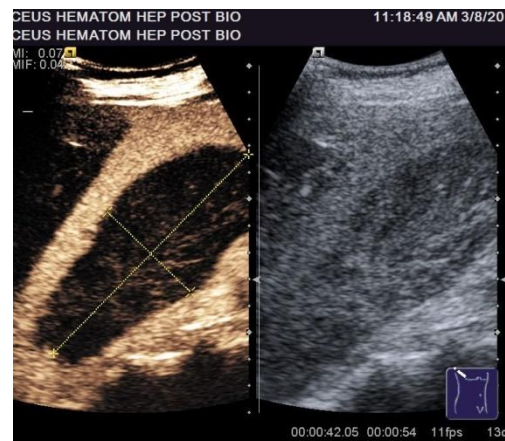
Formațiunile nu captează contrastul ecografic (hematoame post biopsie hepatică)
